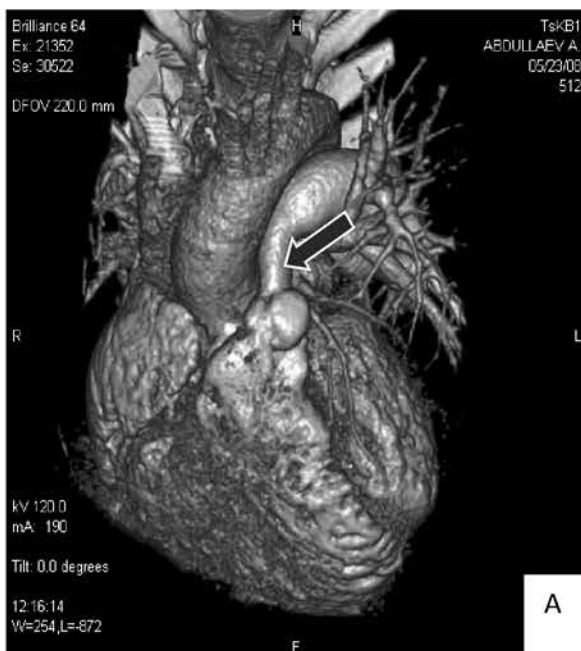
МСКТ-мы в 3D-режиме до и после ТАП с моделированием моностворки по нашей методике.
